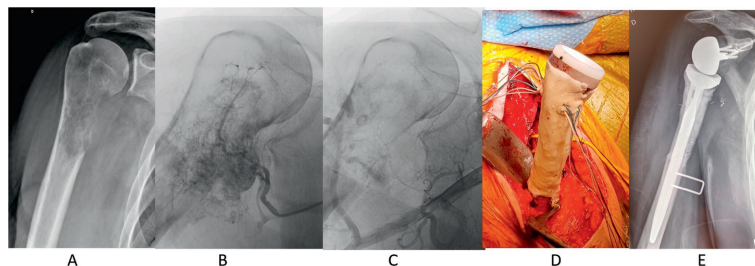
Reconstruction de type B par manchon de ciment pour une métastase isolée d'un cancer du rein. A. Radiographie standard. B. Angiographie préopératoire montrant les artères humérales circonflexes antérieure et postérieure. C. Embolisation préopératoire des artères circonflexes. D. Vue peropératoire du manchon de ciment et des fils de fixation. E. Radiographie postopératoire.
